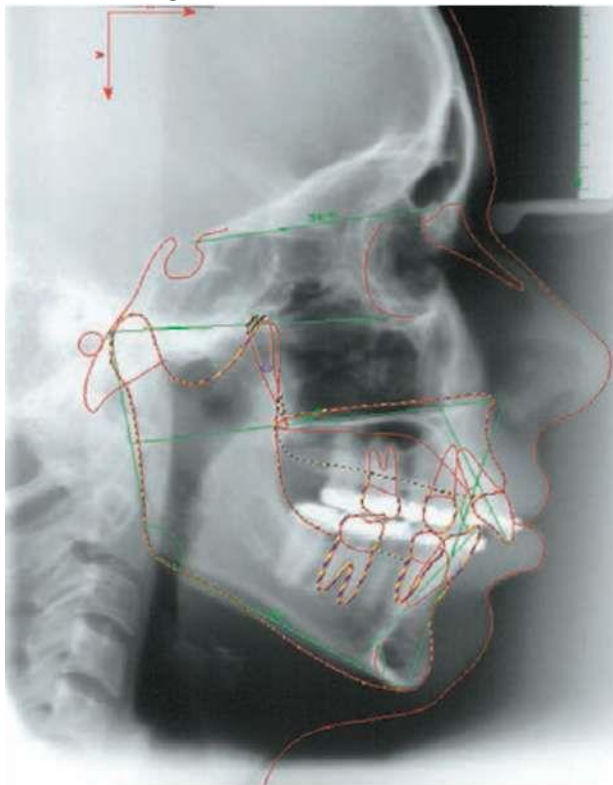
Телерентгенография
